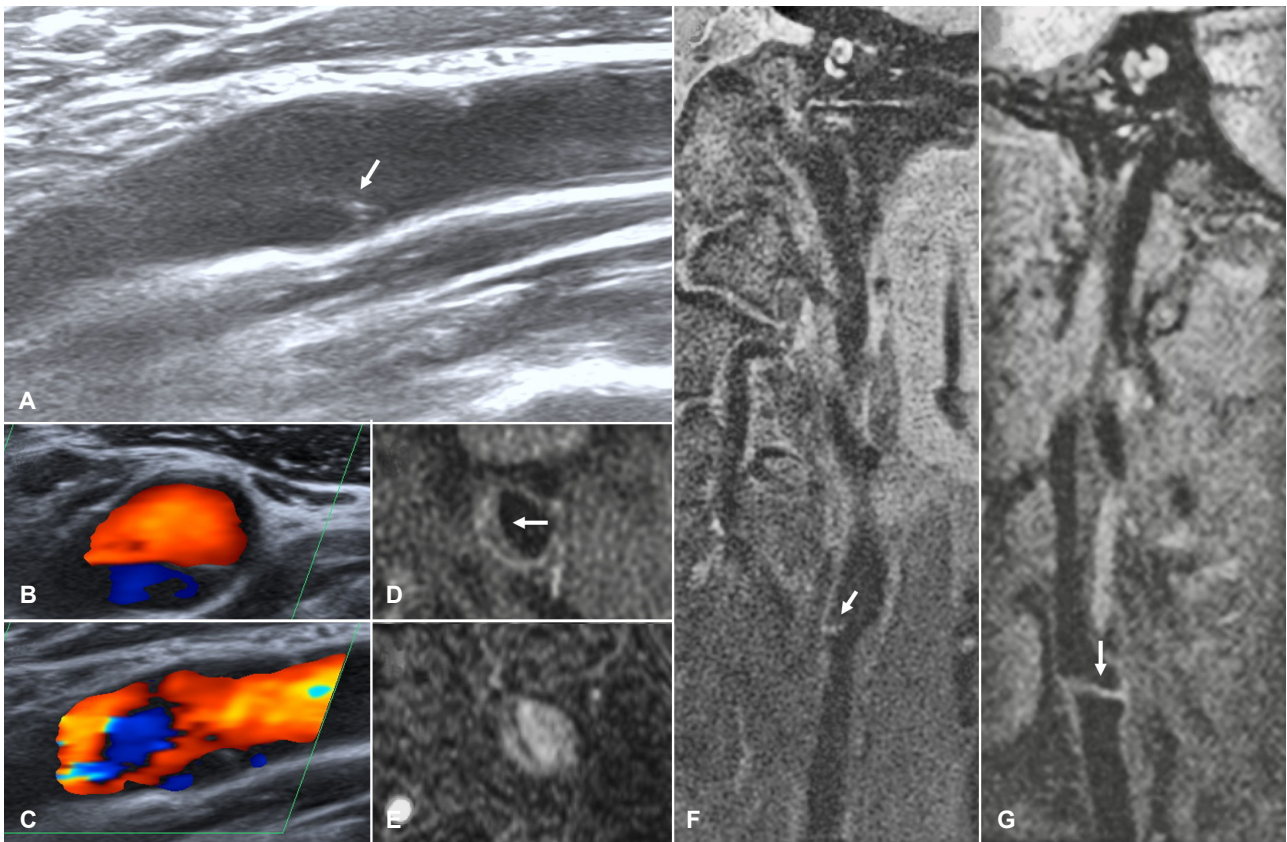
Ultrasonographic images and magnetic resonance images of the internal carotid artery. (A) Carotid ultrasonography shows a suspicious dissection flap (arrow) in the left proximal internal carotid artery. (B, C) Color Doppler ultrasonographic image shows turbulent flow. (D, E) T1-weighted axial and time-of-flight source magnetic resonance images show thin intramural protruding band-like lesion (arrow) arises from posteromedial wall of carotid bulb. Coronal (F) and sagittal (G) proton density-weighted magnetic resonance images show the carotid web clearly (arrow), in which no definitively visible intramural hematoma is documented.
